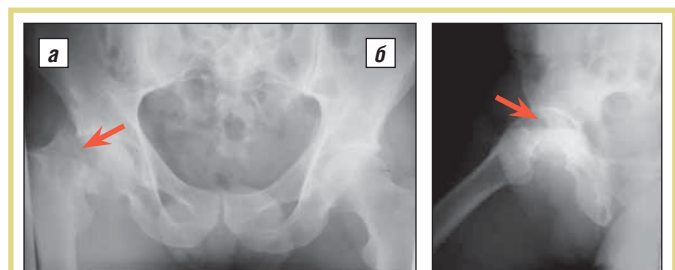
Рентгенограммы больного К.: а – обзорная рентгенограмма костей таза и тазобедренных суставов (прямая проекция); б – рентгенограмма правого тазобедренного сустава в боковой проекции
